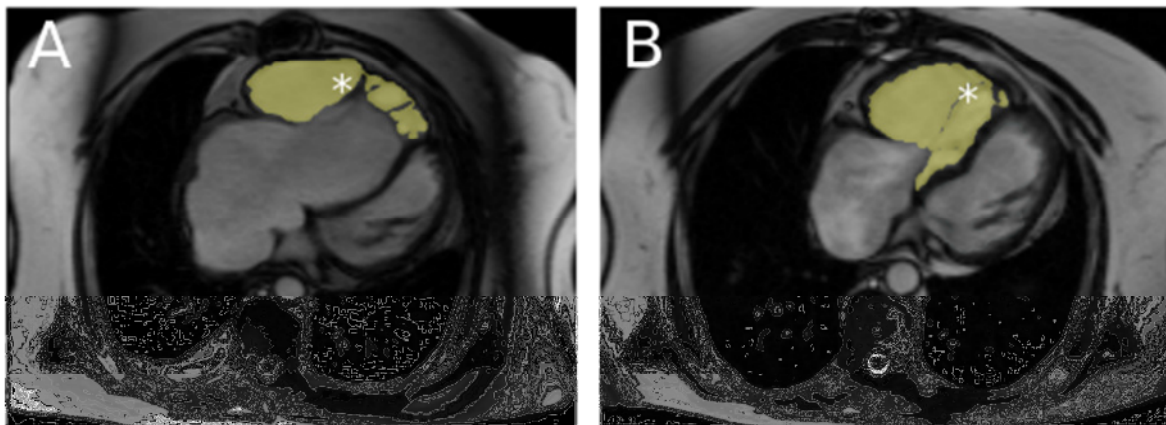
MRT-Bild, rechter Ventrikel präoperativ A (Stern) und rechter Ventrikel postoperativ B (Stern)
